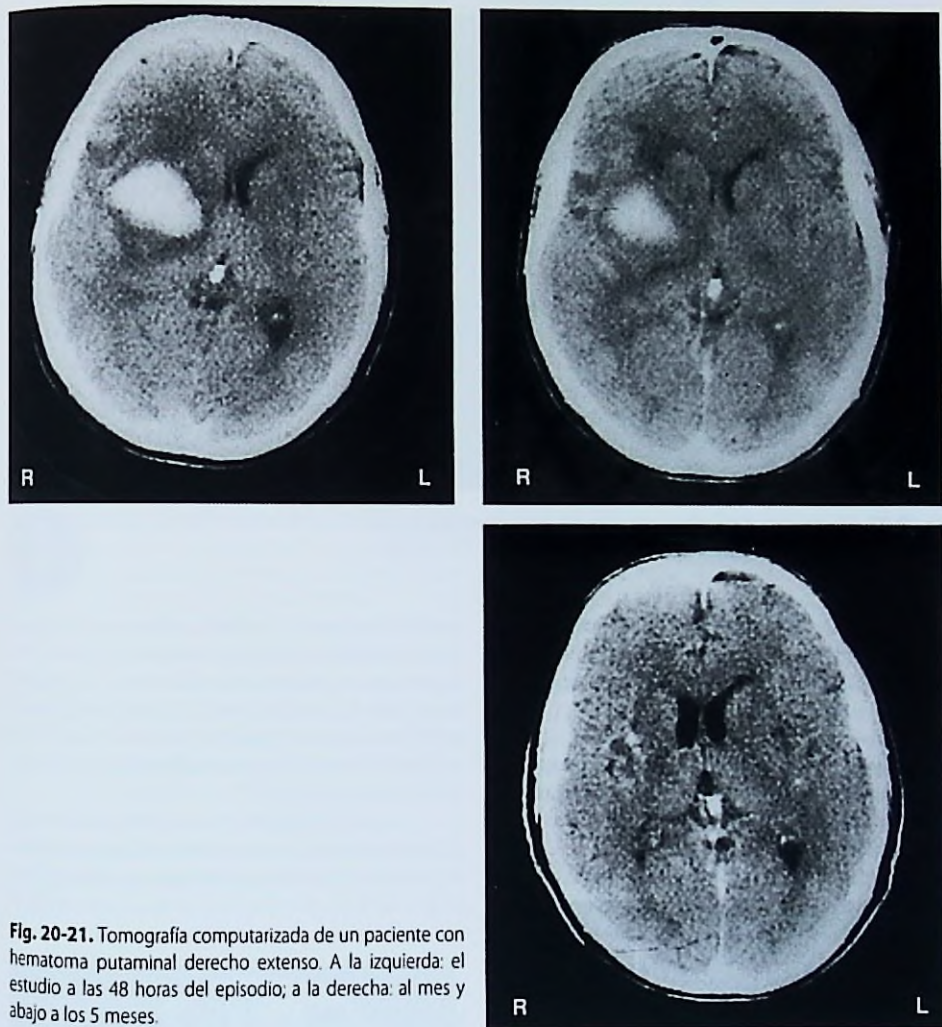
Tomografía computarizada de un paciente con hematoma putaminal derecho extenso. A la izquierda: el estudio a las 48 horas del episodio; a la derecha: al mes y abajo a los 5 meses.
